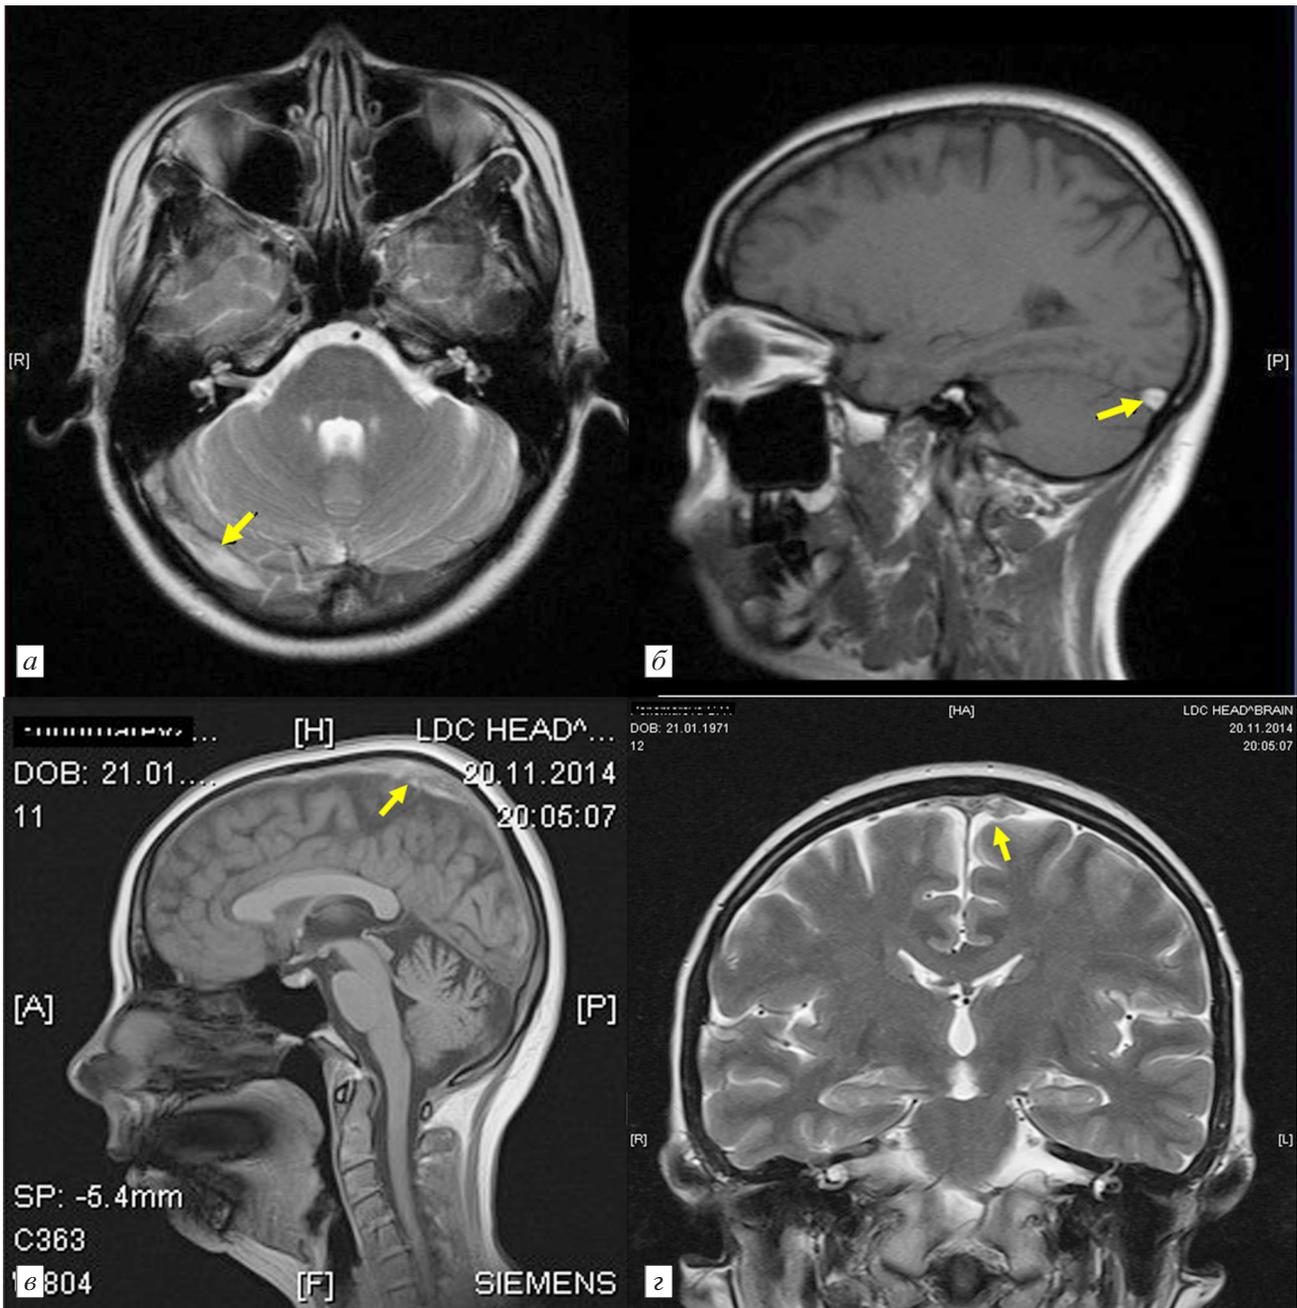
МРТ головного мозга пациента П., 15 лет. Диагноз: отогенный синус-тромбоз. В аксиальной (а) и сагиттальной (б) проекции — тромбоз поперечного и сигмовидного синусов справа (стрелки); в сагиттальной (в) и коронарной (г) проекциях — тромбоз верхнего продольного синуса (стрелки)
